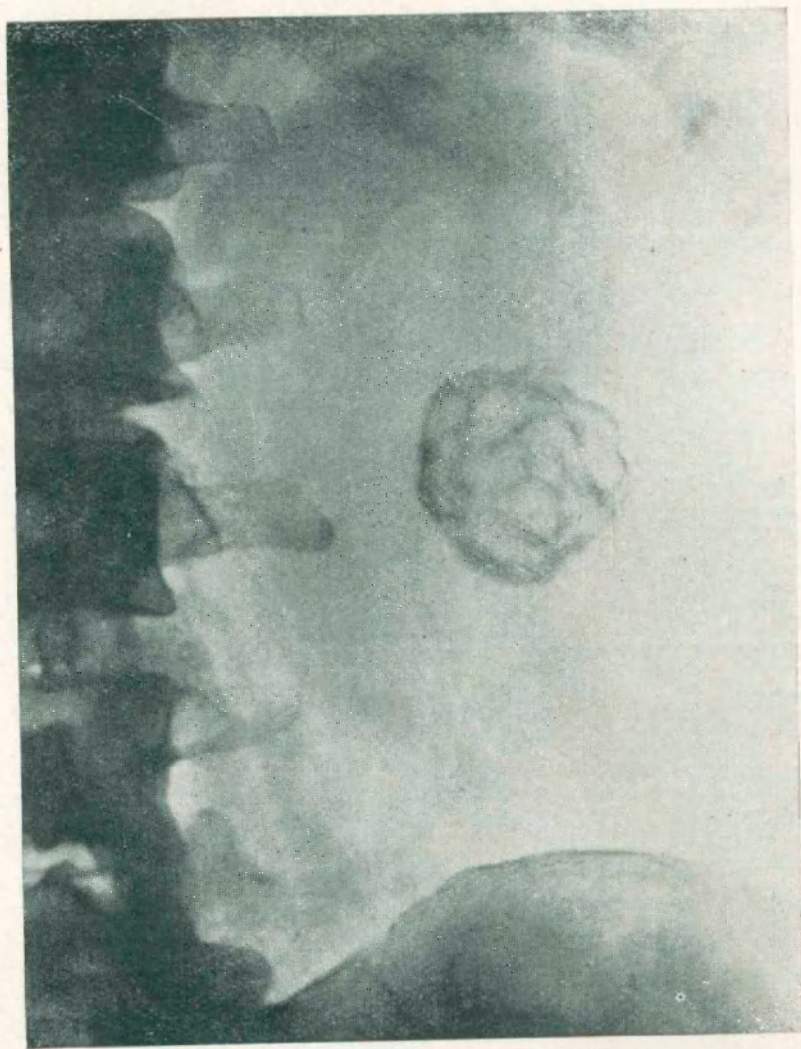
Radiografía simple que visualiza en la proyección del riñón izquierdo una sombra redondeada de un diámetro de 4 cms. con una serie de trabéculas en su interior.
